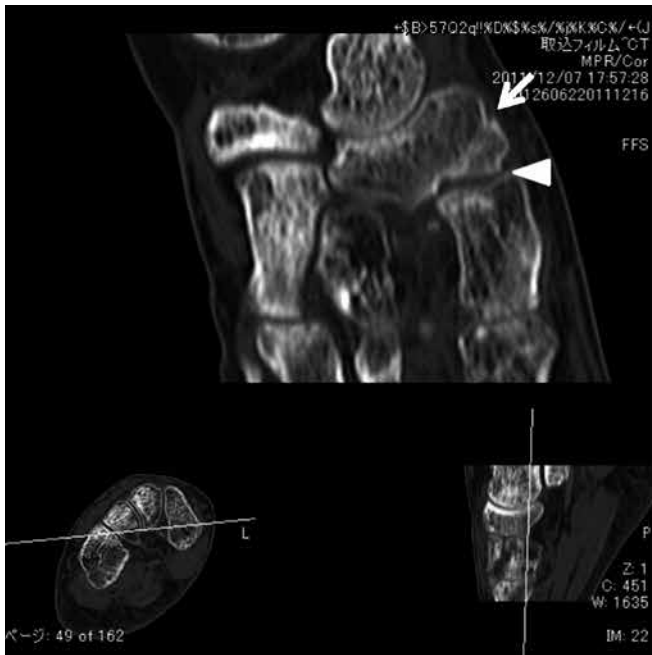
CT像. 舟状骨骨折後偽関節を認め (小矢印), 楔舟関節面の不整を認める (矢頭). また楔舟関節の背側約半分の間節裂隙の狭小化・骨棘形成を認め (大矢印), 関節症性変化をきたしていた.
